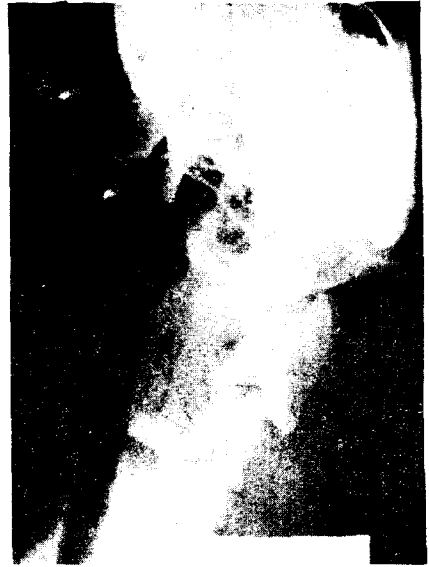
Photograph of pre-op. roentgenogram showing the distance (2.5cm) between mandibular angle and hyoid body. (14kg/8cm resection/200g. tension)
